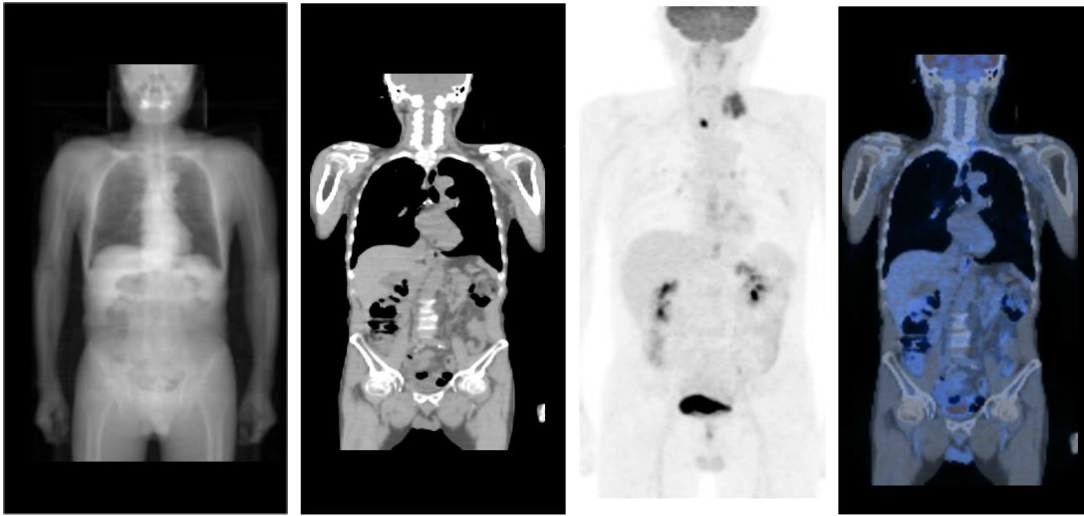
PET/CT protocol(survey, CT, CT-based correction, fusion)
